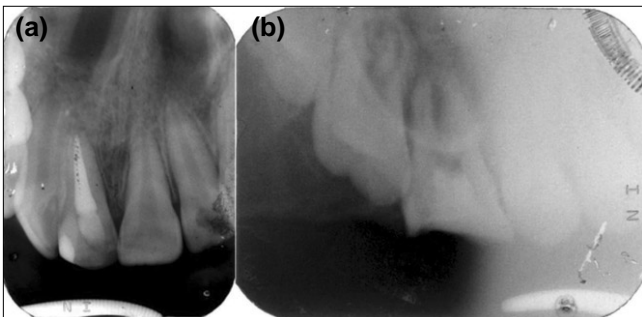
Initial periapical view. (a) Right maxillary central incisor. (b) Right maxillary first molar.
